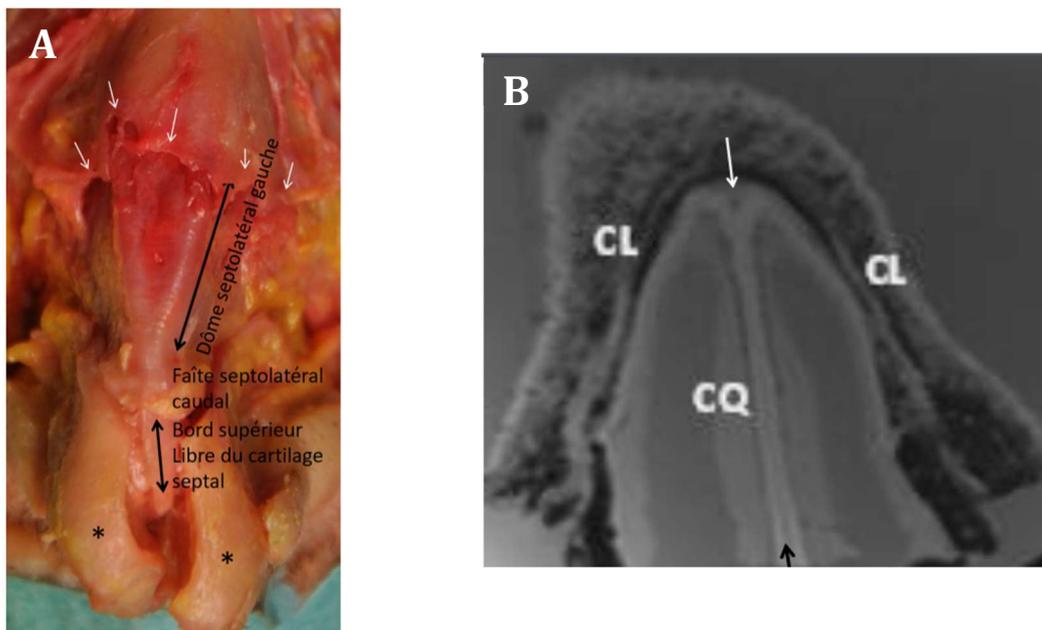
A. Photo en vue supérieure d'une pyramide nasale humaine après dissection des tissus mous et des os nasaux. B. Micro-IRM transversale de la portion crâniale du dorsum cartilagineux. Les deux cartilages quadrangulaires (CQ) apparaissent séparés par une bande sombre médiane (flèche noire). Leur extrémité supérieure forme une plicature continue avec le cartilage latéral (CL). Les deux dômes plicaturés sont séparés par une rigole médiane (flèche blanche). *D'après Varoquier et al. (soumis)*
